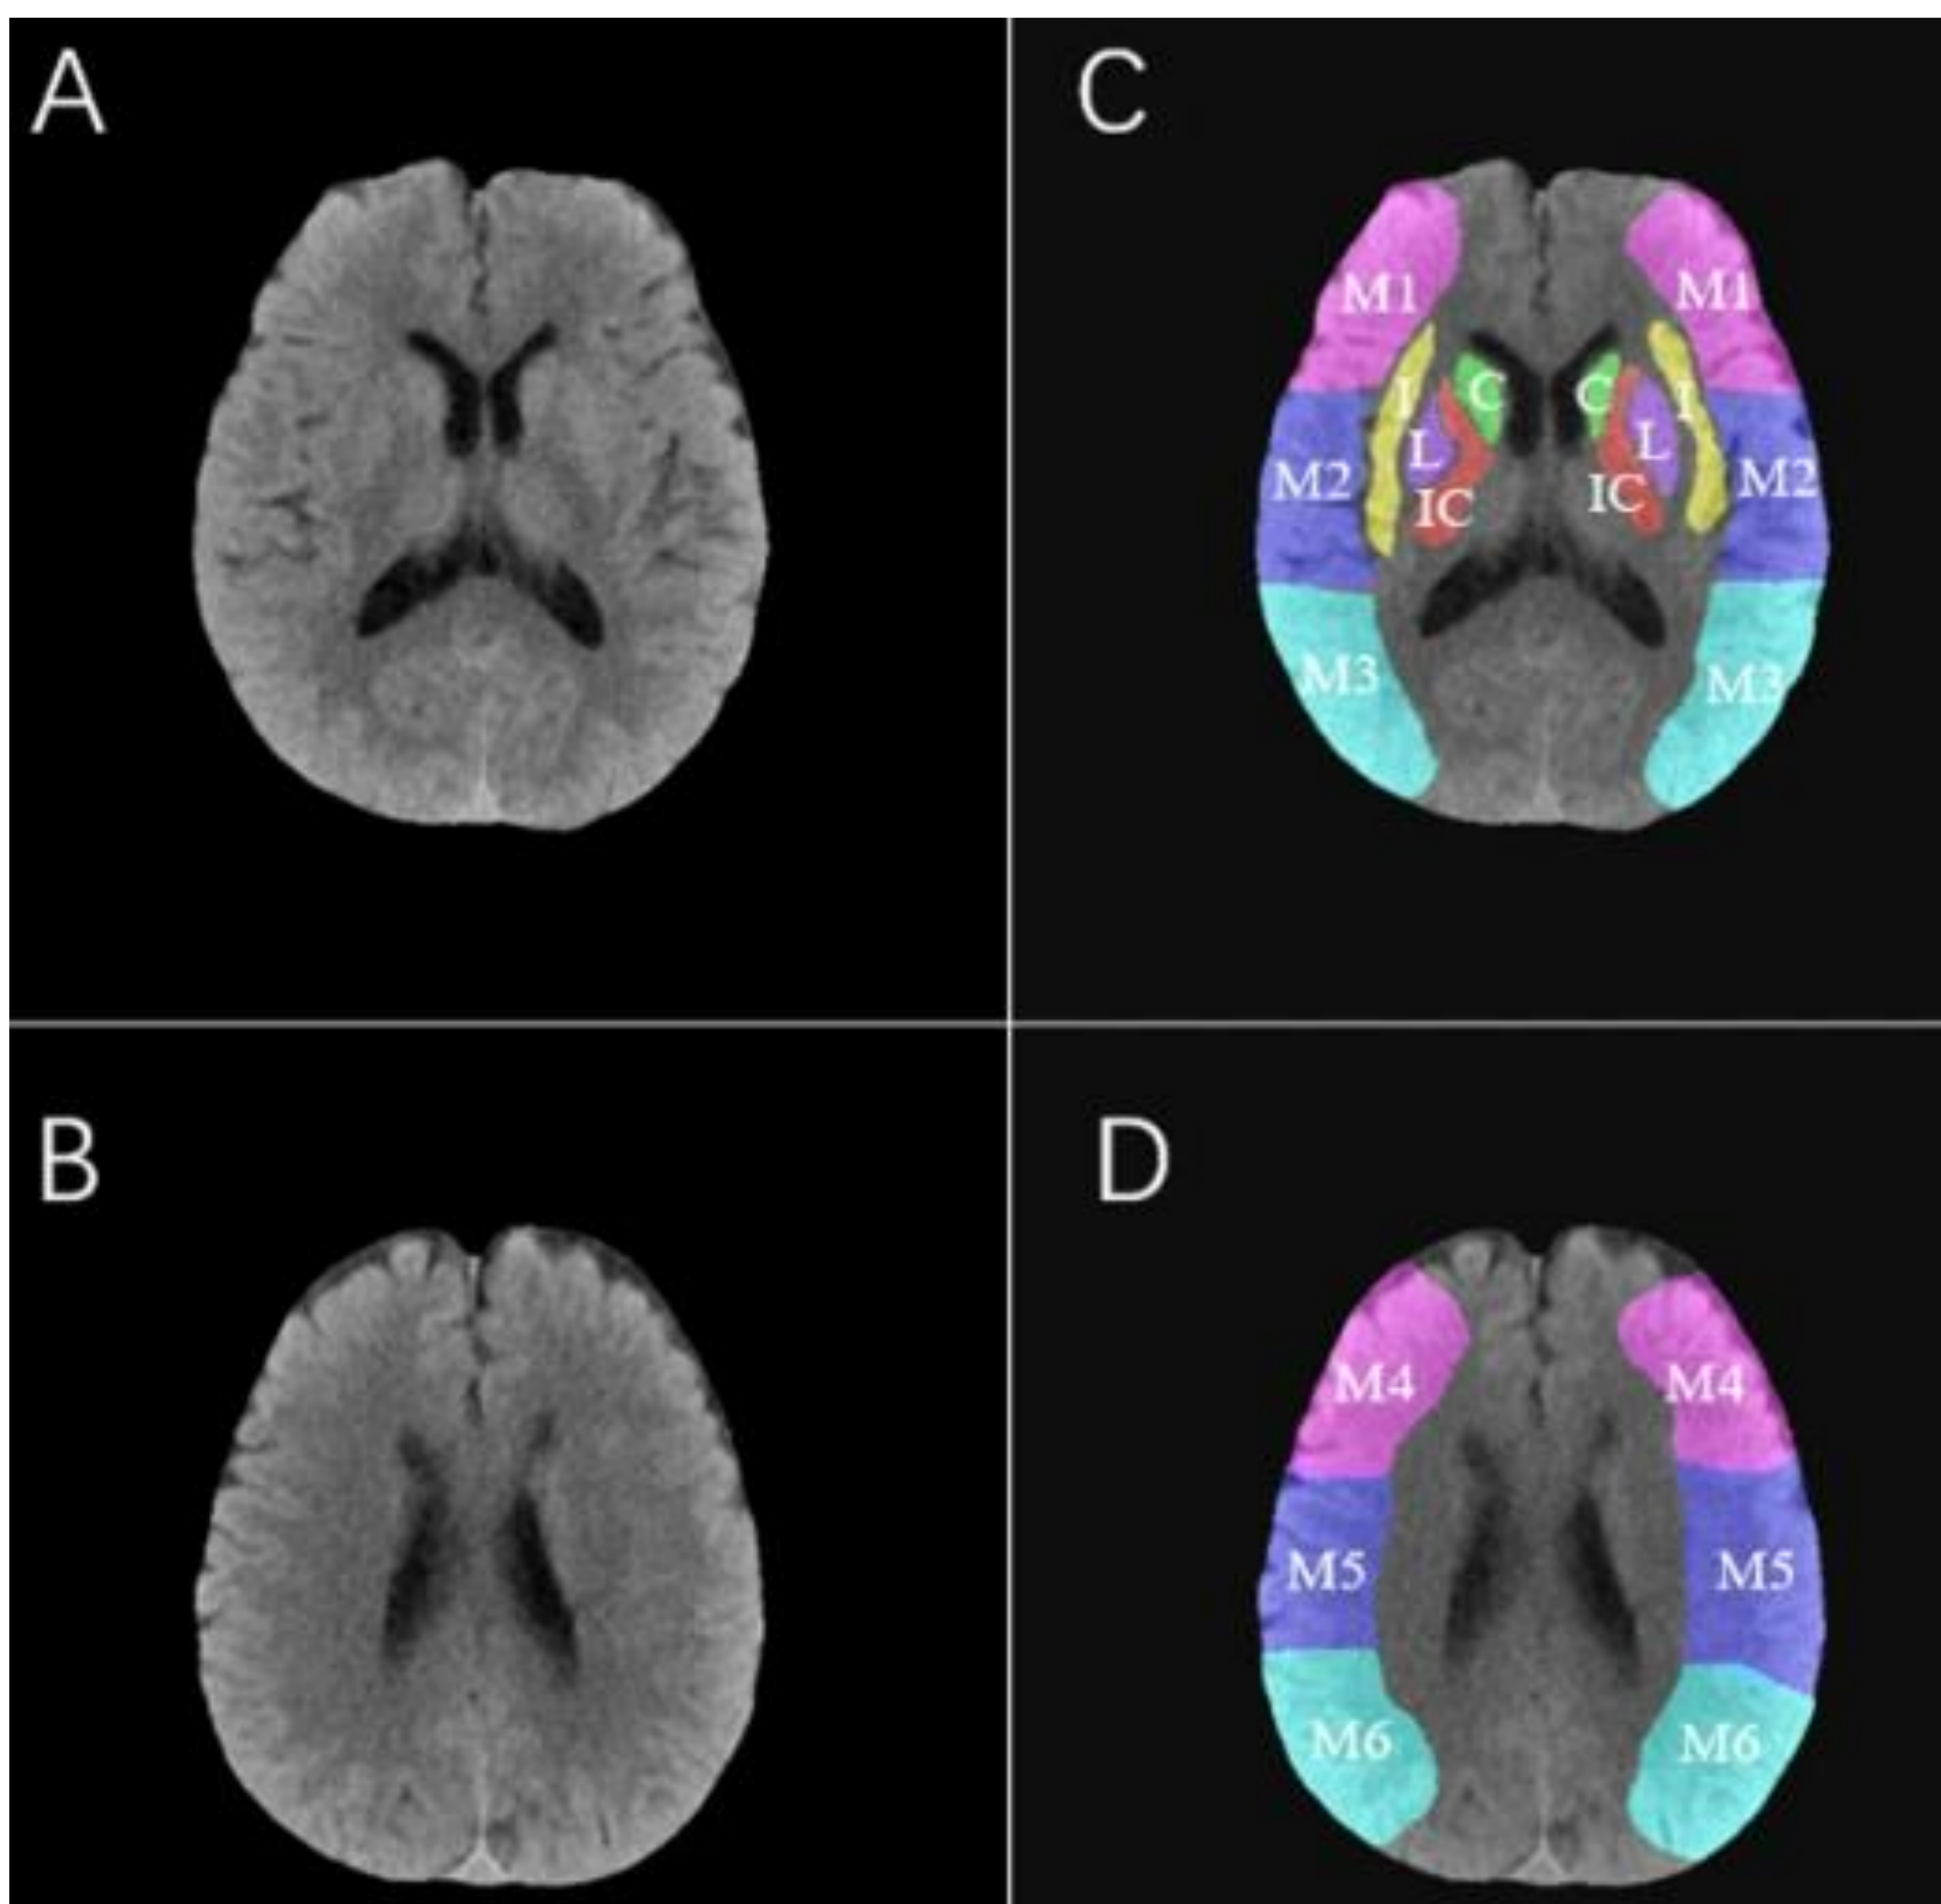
A y C) Imágenes axiales a nivel de los ganglios basales, con regiones ASPECTS en la imagen C. B y D) Imágenes axiales a nivel supraganglionar, con regiones ASPECTS en la imagen D. Fuente: Shu Wan et al. Automated ASPECTS calculation may equal the performance of experienced clinicians. European Radiology 2023.
